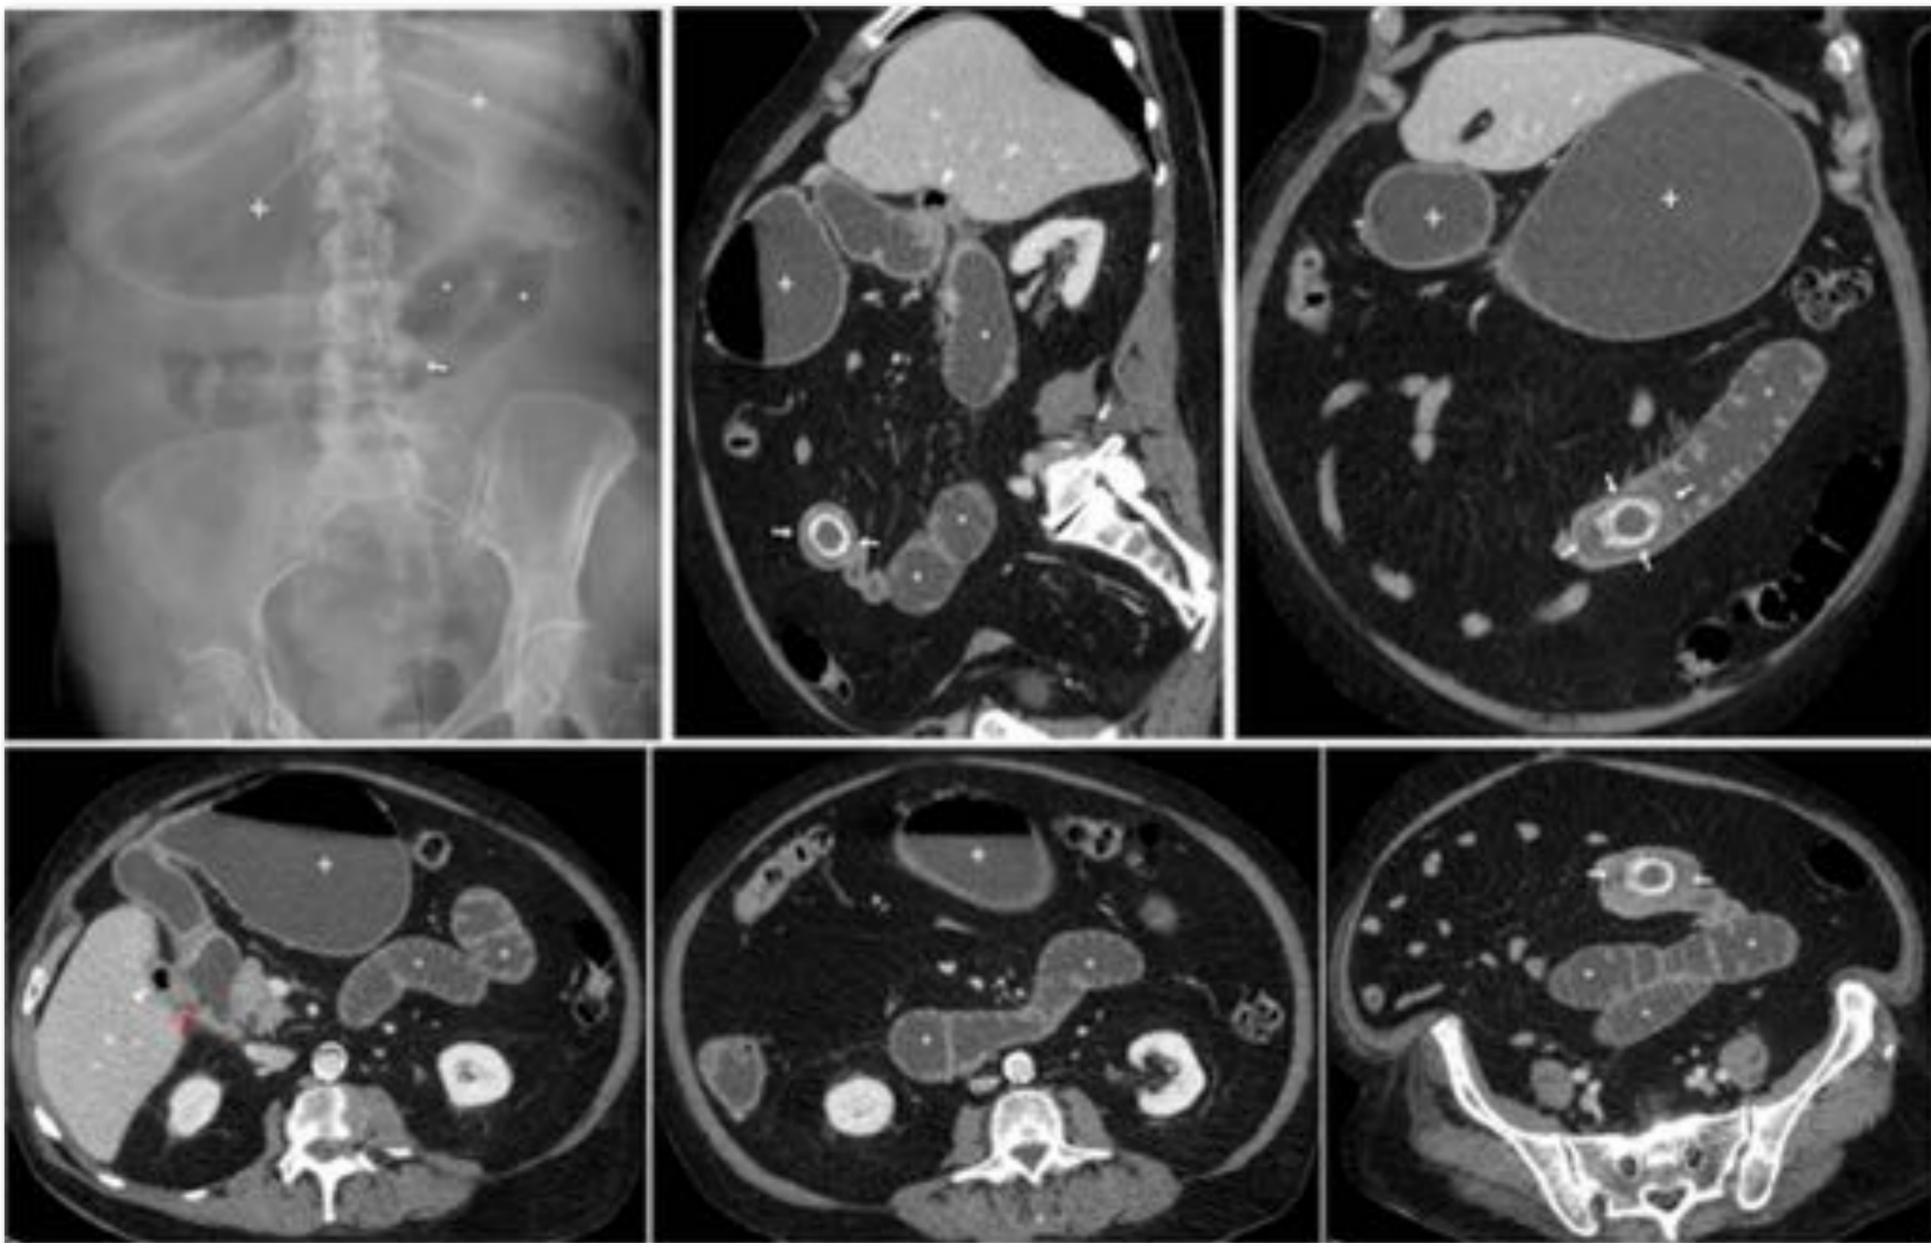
Mujer de 79 años, pluripatológica. Vómitos, intenso dolor abdominal generalizado y peritonismo. Se realiza TC directamente, que muestra gas en la vesícula (cabezas de flecha), una fístula colecisto-duodenal (flechas rojas), dilatación gástrica (+) pese a la sonda, y de intestino delgado (\*), una litiasis con calcificación concéntrica en la transición en el íleon distal (flechas blancas), ascitis (a) y neumoperitoneo (flechas huecas). El diagnóstico de íleo biliar con perforación intestinal y peritonitis se confirma en la intervención quirúrgica, en la que se extrae mediante enterotomía una litiasis enclavada en el íleon distal que se asocia a perforación local, con intensa peritonitis. La evolución fue mala, falleciendo la paciente un día después.
